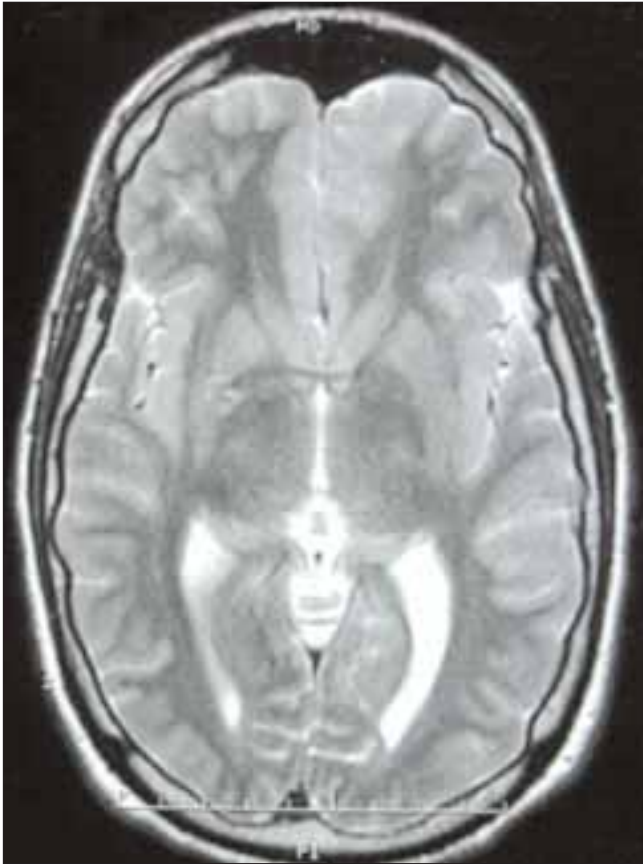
RM cerebral donde se observa displasia frontal izquierda.
